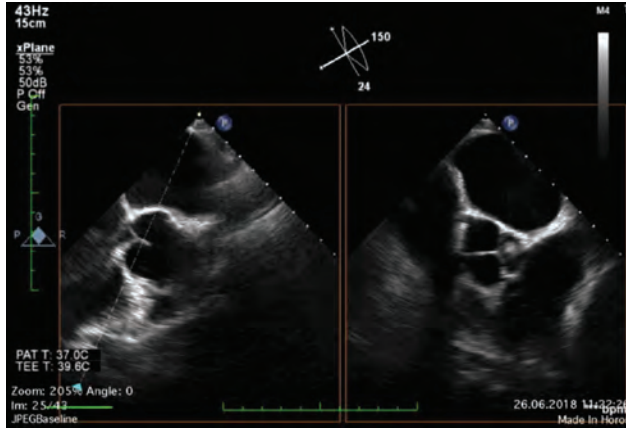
Simultaneous display of parasternal long axis and parasternal short axis view showing a fibrinous structure on the left coronary cusp using 3D Xplane technique.
